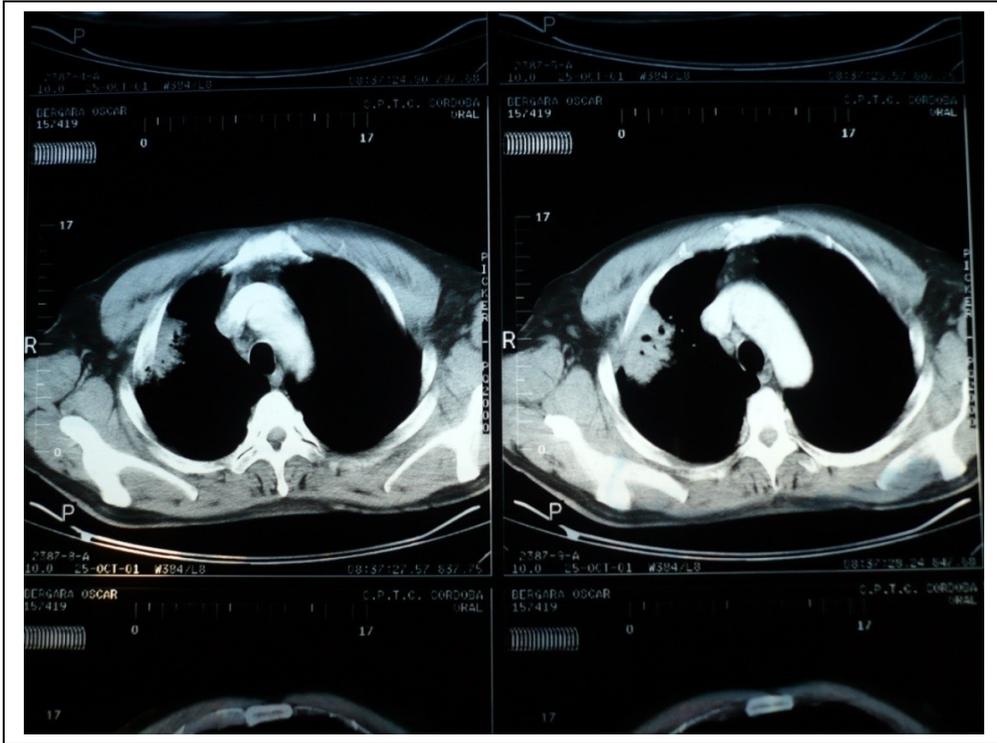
Actinomicosis pulmonar, infiltrado cavitado en TAC, ventana mediastinal.
